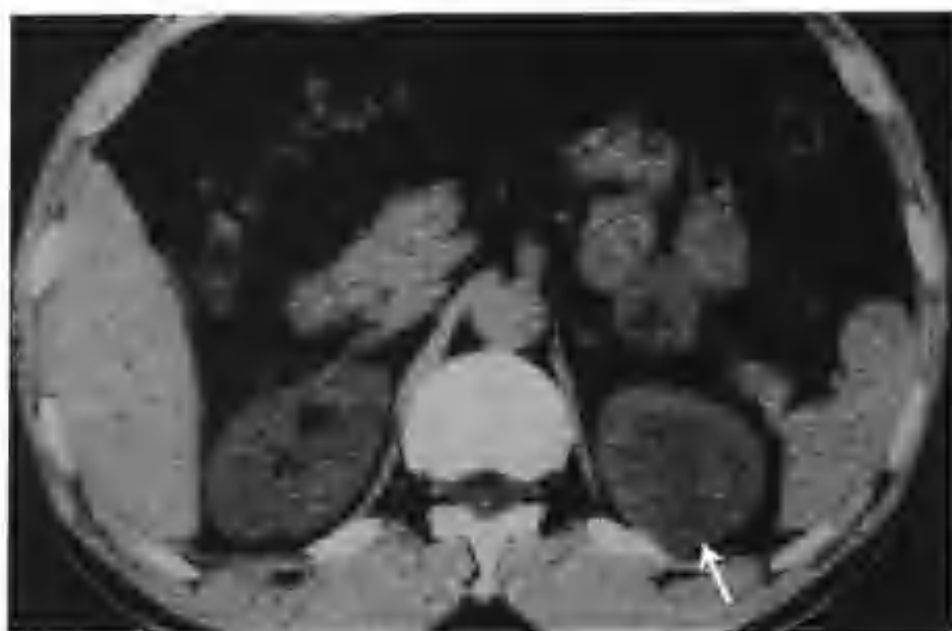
左侧肾素瘤（CT 示左肾影内有一个 3.5cm × 4.5cm 的肿物，平扫密度较正常肾脏稍低且不太均匀（箭头））
